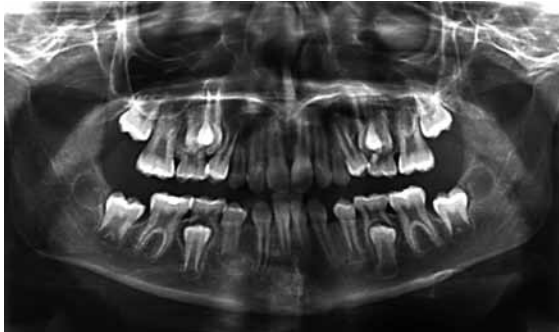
Radiografía panorámica que muestra un caso de transposición bilateral maxilar del canino y el primer premolar, persistencia de los caninos temporales y agenesia del 32 y 42
